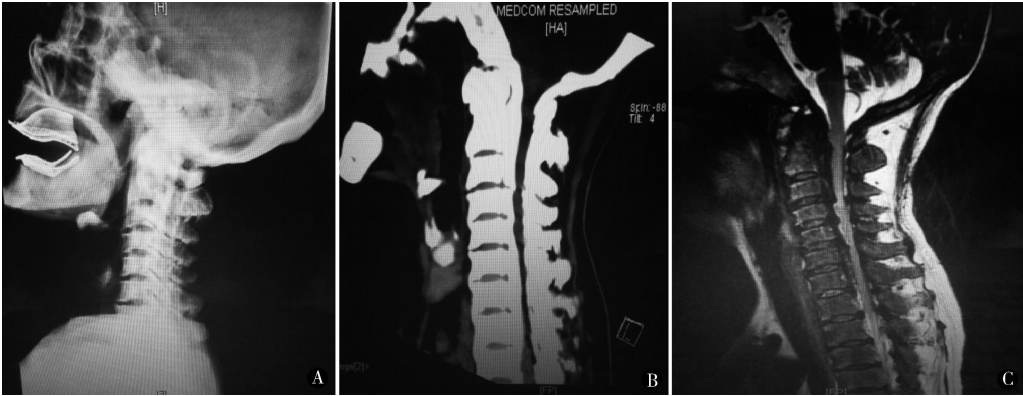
编号 1 患者女,55 岁,术前颈部活动严重受限,颈椎侧位 X 线片(A)、颈椎 CT 矢状位重建(B)提示后纵韧带及黄韧带骨化,颈椎 MRI(C)提示脊髓严重受压
